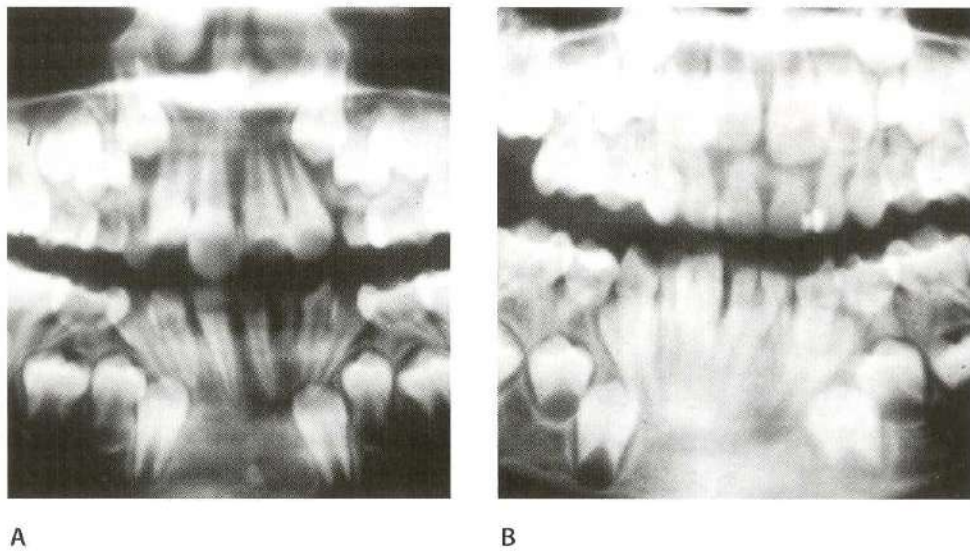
A. La radiografía muestra el canino inferior primario derecho que no fue extraído a tiempo para favorecer la erupción del permanente, lo que ocasionó la desviación exagerada del lateral hacia distal. B. Muestra la condición unos meses después. C. Aspecto clínico de la arcada mandibular, el lateral ha erupcionado casi en contacto con el primar molar primario D. Vista frontal de la oclusión. El problema se ha agravado y la condición general de la oclusión es bastante alarmante.
